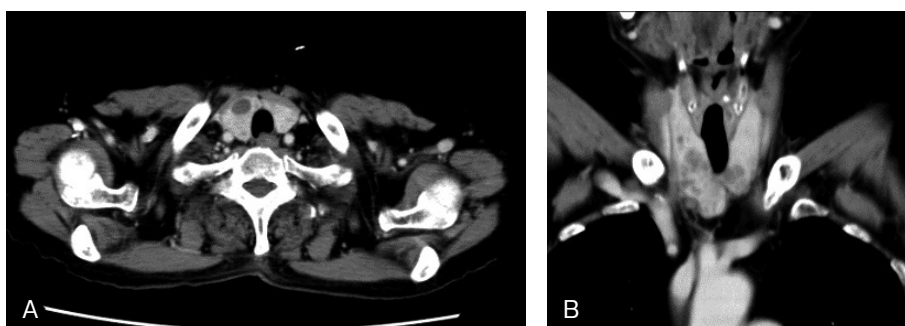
A, 図3 B 造影CT検査, 甲状腺両葉に約2cm程度までの多数の嚢胞と充実性結節
